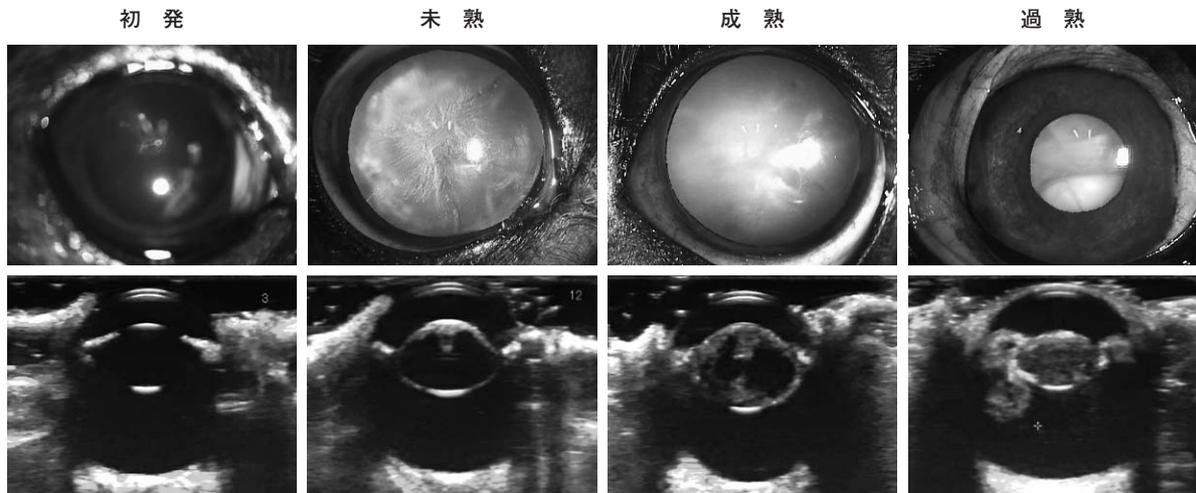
散瞳処置後の前眼部写真及びその超音波像 (水晶体厚は左から6.8mm, 7.3mm, 9.0mm, 5.6mm)
